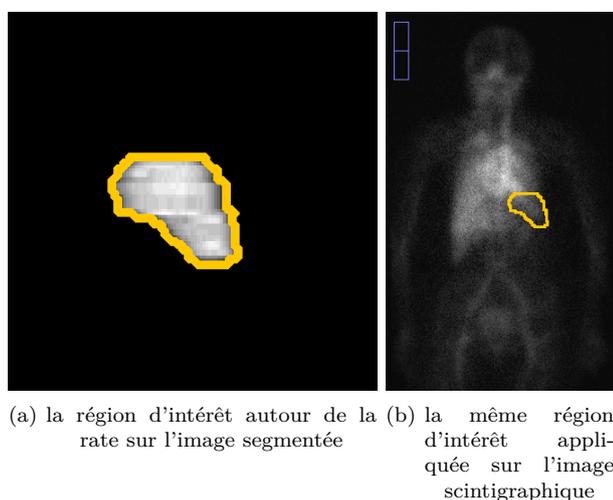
La définition des contours d'un organe est souvent une tâche difficile lorsque l'organe est situé dans un bruit de fond important. La projection des volumes segmentés permet de s'affranchir de ce problème et de créer aisément des régions d'intérêt sur les images scintigraphiques planaires.
